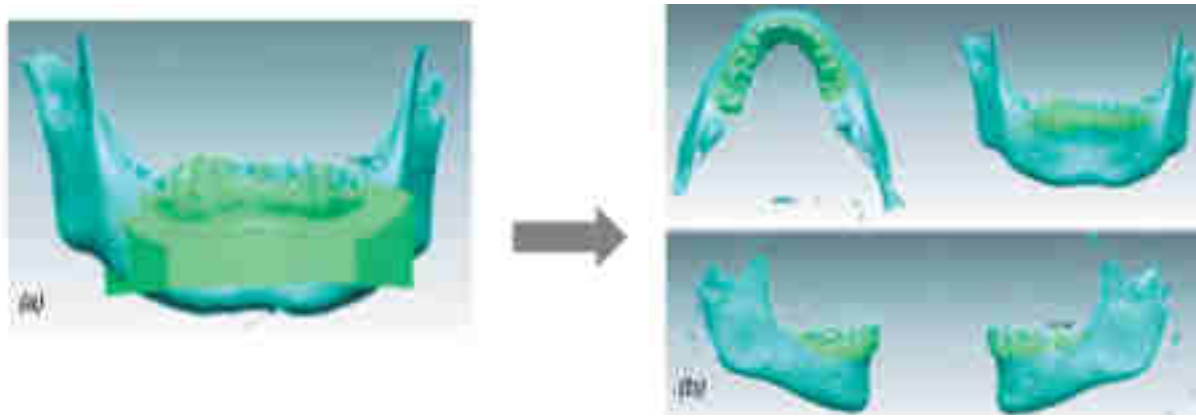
Superposition par surface matching d'un modèle numérique mandibulaire sur le CBCT correspondant, avant (a) et après (b) élimination du socle. [80]
